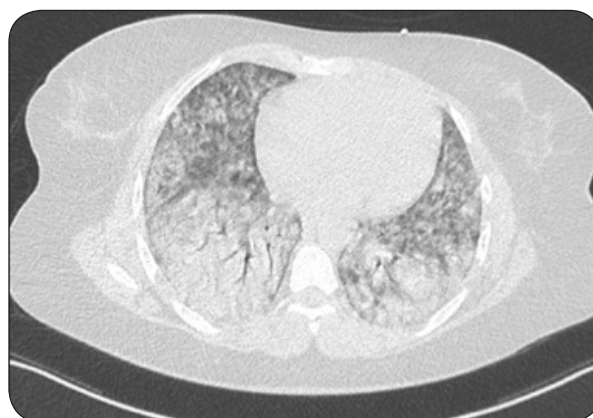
TDM thoracique en coupe transversale au niveau de C6 avant la mise en place d'un traitement immunosuppresseur : mise en évidence d'un syndrome de comblement alvéolaire sévère des deux champs pulmonaires prédominant au niveau des lobes inférieurs avec hépatisation à ces deux niveaux. Présence d'importants artéfacts ventilatoires.
